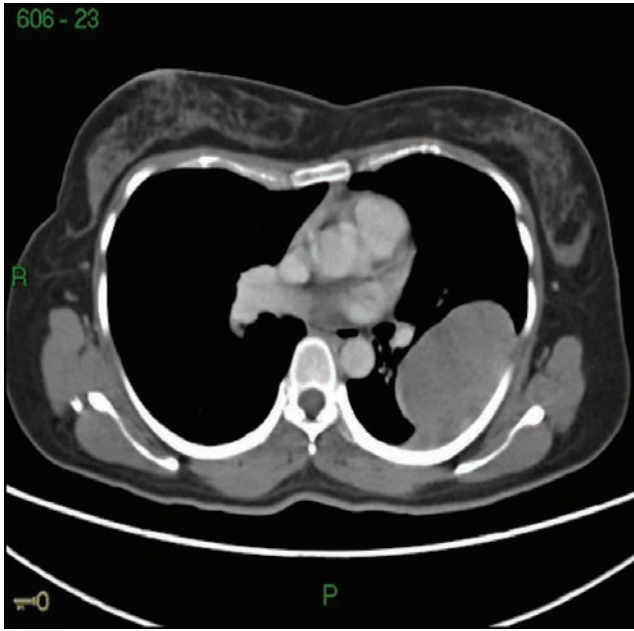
Imagen de TC que muestra lesión intratorácica, extrapleural, de densidad similar al músculo, en contacto con los arcos costales.
